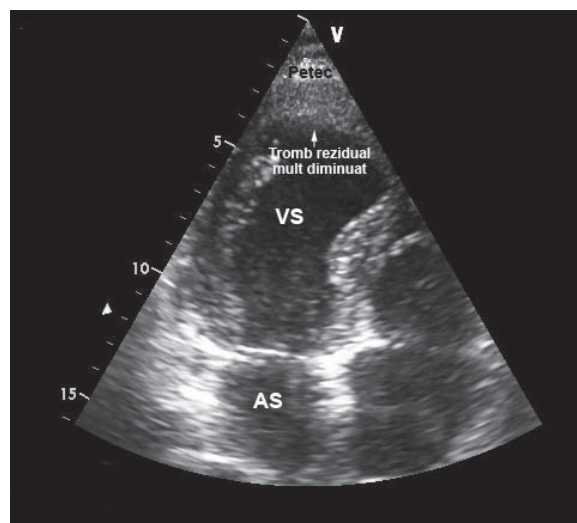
Ecografie de control cu vizualizarea petecului și a trombului mult diminuat, spre dispariție.
